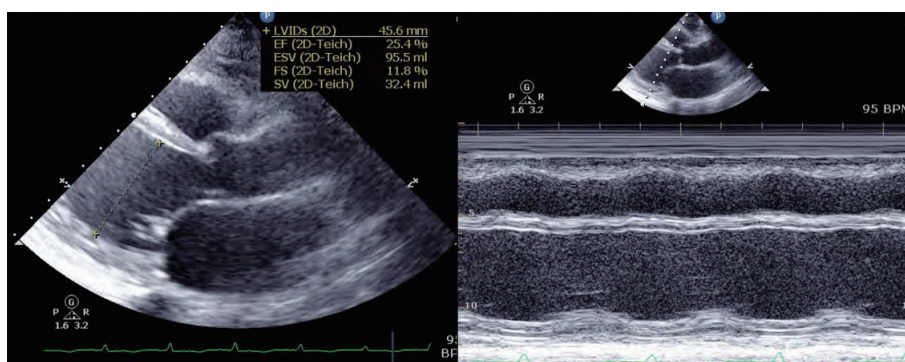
心臓超音波検査 左室拡大, 左室収縮能低下, 右心負荷を認めた。
